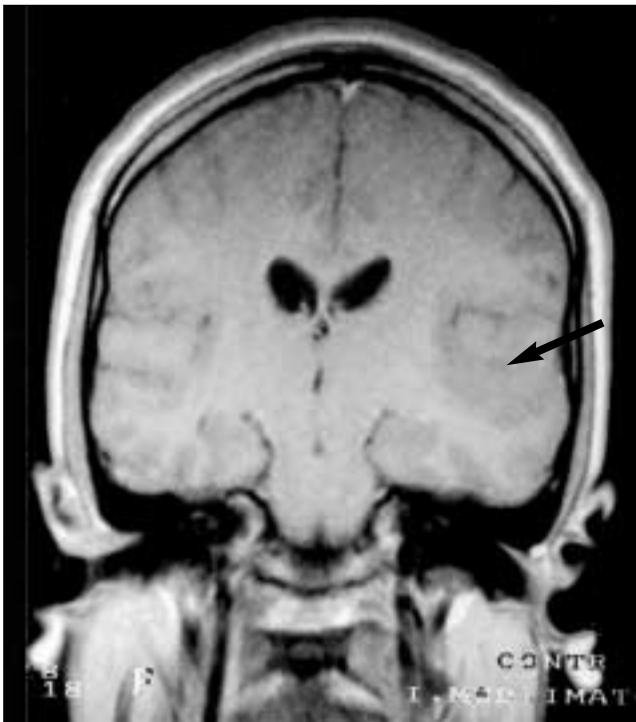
RMN craneal T1 coronal mostrando la lesión hipointensa temporoparietal izquierda.
